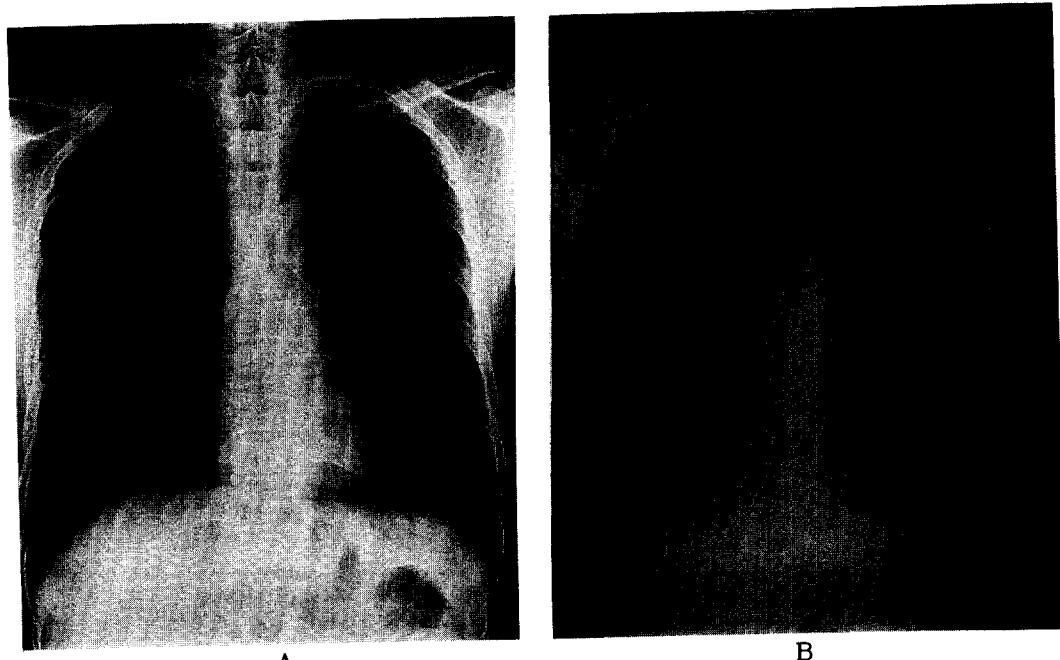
Chest X-rays of patient 4. A baseline Chest PA(A) showed no parenchymal lesion. Eleven weeks after high dose chemotherapy, he had small amount of hemoptysis and the chest PA(B) showed bilateral diffuse infiltrates.
